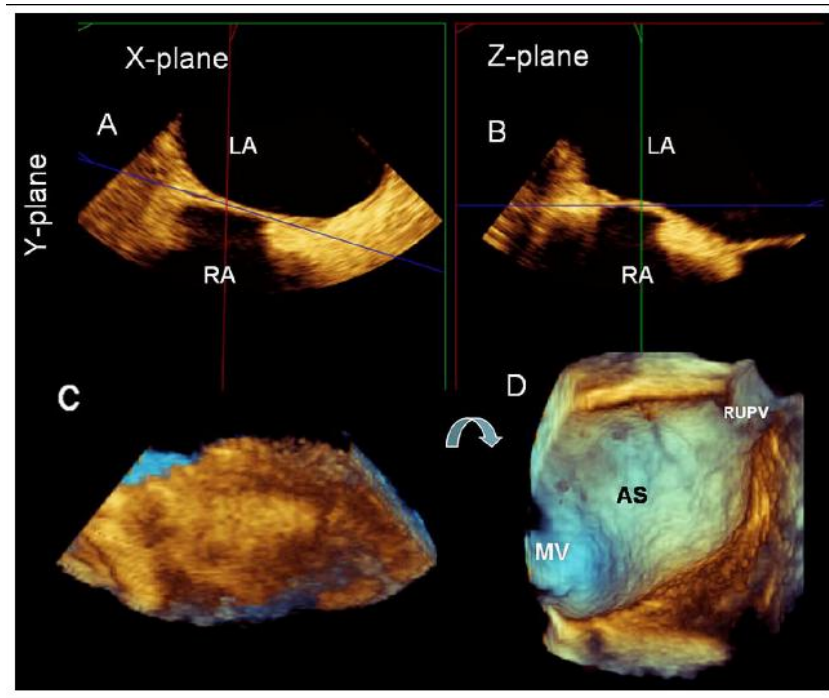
此组图像显示在二维经食管超声心动图中的两个垂直平面(A, B)用来获取房间隔(AS)的变焦三维经食管超声心动图数据集 (C)。注意在 x 和 z 方位扇面上直径较大, 而在 y 方位上则较短。这些设置, 可在高分辨率的条件下, 去除了可能掩盖房间隔右侧右心房结构而获取房间隔图像。对金字塔形数据集进行上下 90° 旋转, 可使房间隔(AS)左房侧被显示(D)。
